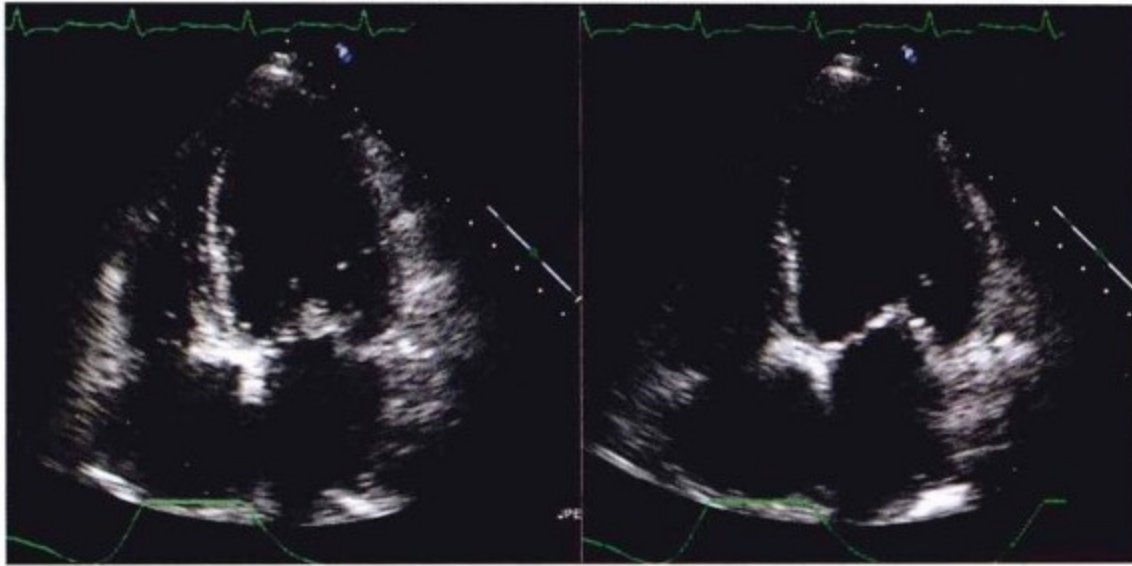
与图10-5为同一病例。患者10天后临床表现及超声心动图检查均恢复正常。图中所示为恢复正常后呼气(左图)和吸气(右图)状态下心腔间隔的位置。
